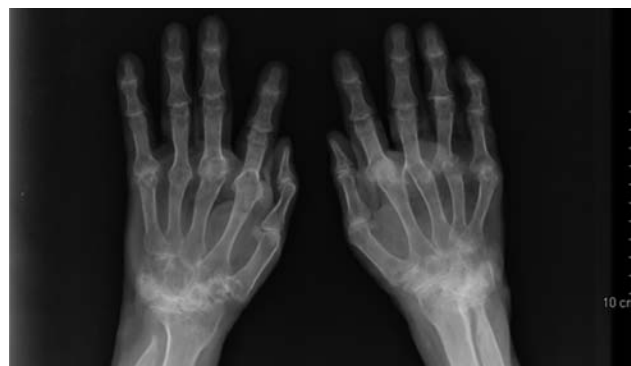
Radiografía posteroanterior de manos; se observa la fusión de los huesos del carpo y la pérdida de alineación de las articulaciones metacarpofalángicas en una paciente con artritis reumatoide de larga evolución.
